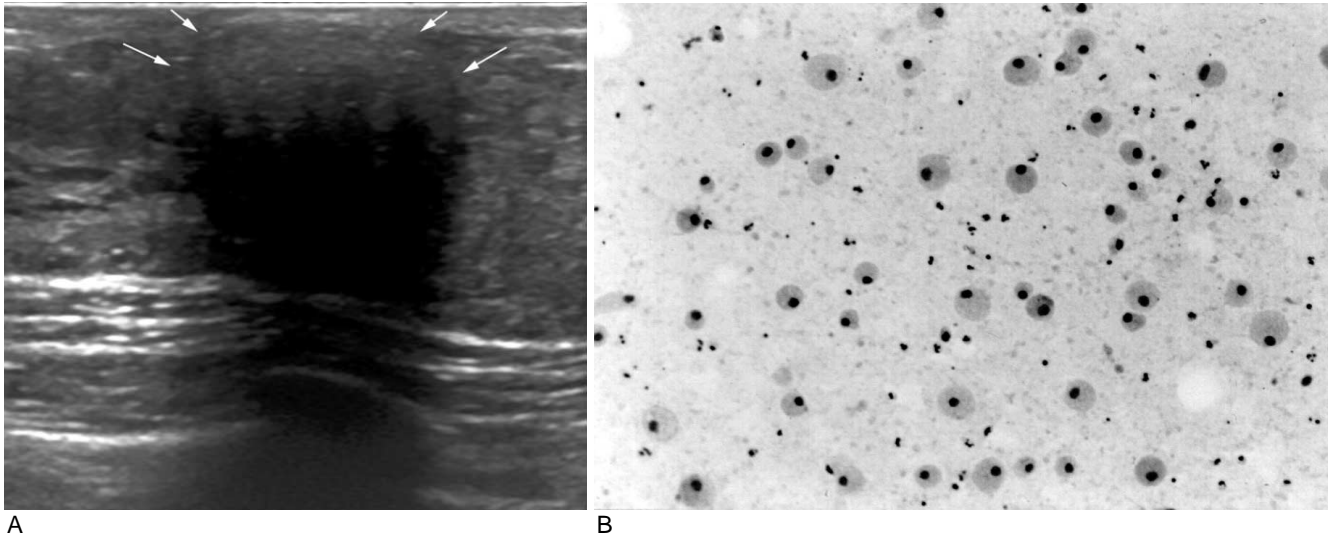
A 28-year-old woman with palpable mass after delivery. A. Sonogram shows a 20-mm circumscribed hyperechoic mass with extensive posterior acoustic shadowing (arrows). During the 19 gauge needle aspiration, the thick milkish materials were aspirated. B. Cytology of aspirated material shows amorphous proteinous material, which is compatible with galactocele.
